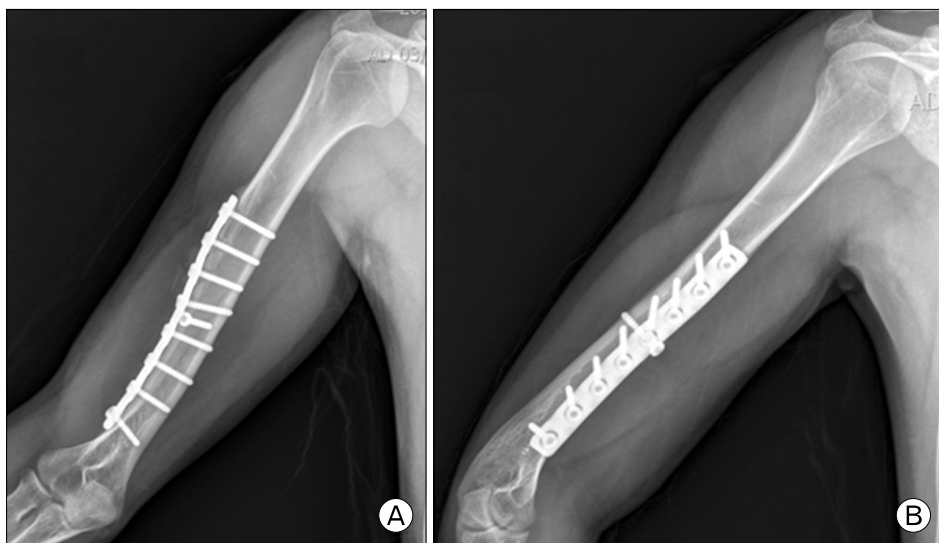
Plain radiographs 3 months after injury: nearly complete bone fusion of the fractured area was apparent. (A) anteroposterior image, (B) lateral image.
